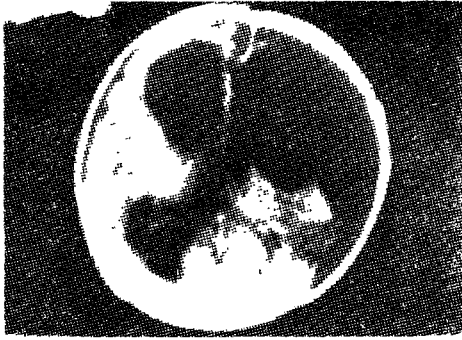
In the post-operative 2nd weeks, the CT scan shows a dilated lateral ventricle and cerebrospinal fluid collection in the site of mass.
